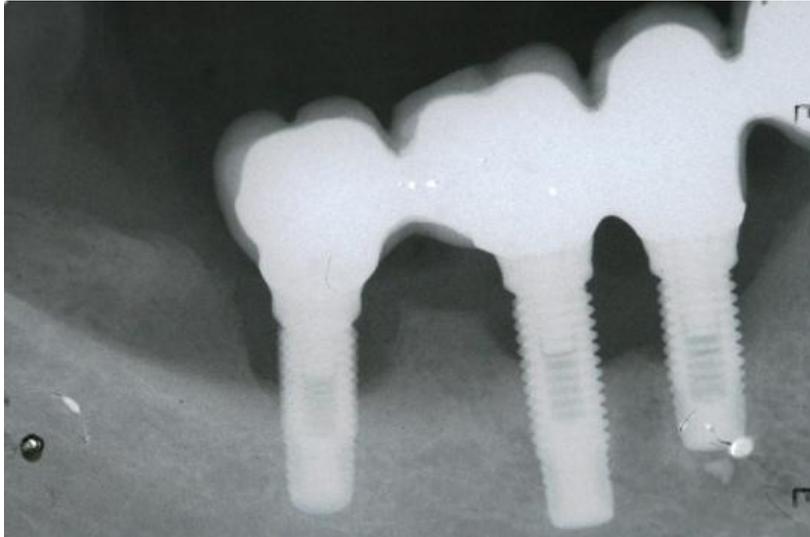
Radiografia periapical de paciente com peri-implantite (esquerda). Nota-se a perda óssea acentuada em formato de cratera, pouco visível na radiografia panorâmica.
